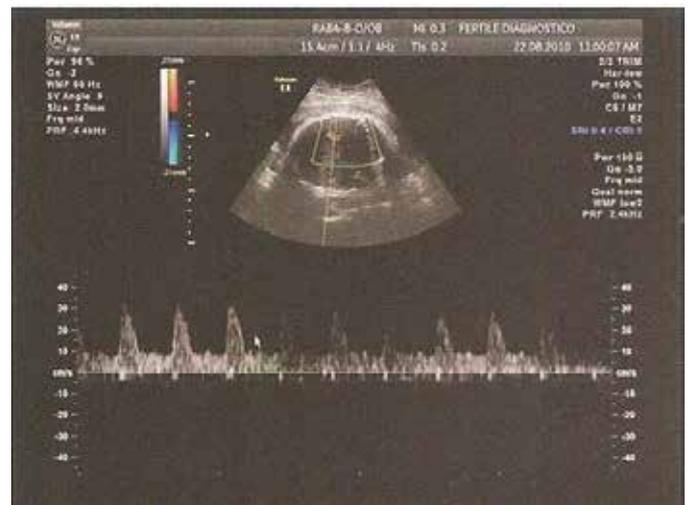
Doppler artéria umbilical
